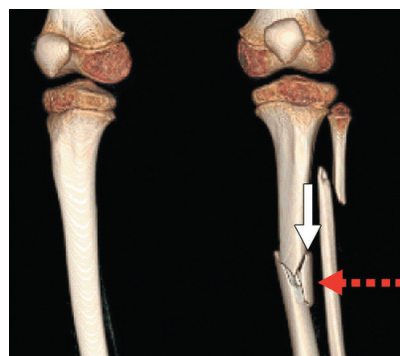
Мультиспиральная компьютерная томография в режиме трехмерной реконструкции в определении направления травмирующего воздействия. Мультиспиральная компьютерная томография костей левой голени, 3D-реконструкция. Пешеход был сбит автомобилем. Локальный оскольчатый перелом (клиновидный осколок указан белой стрелкой) диафиза левой большеберцовой кости от поперечного воздействия. Красной стрелкой показано направление травмирующего воздействия. Конструкционный перелом диафиза левой малоберцовой кости
